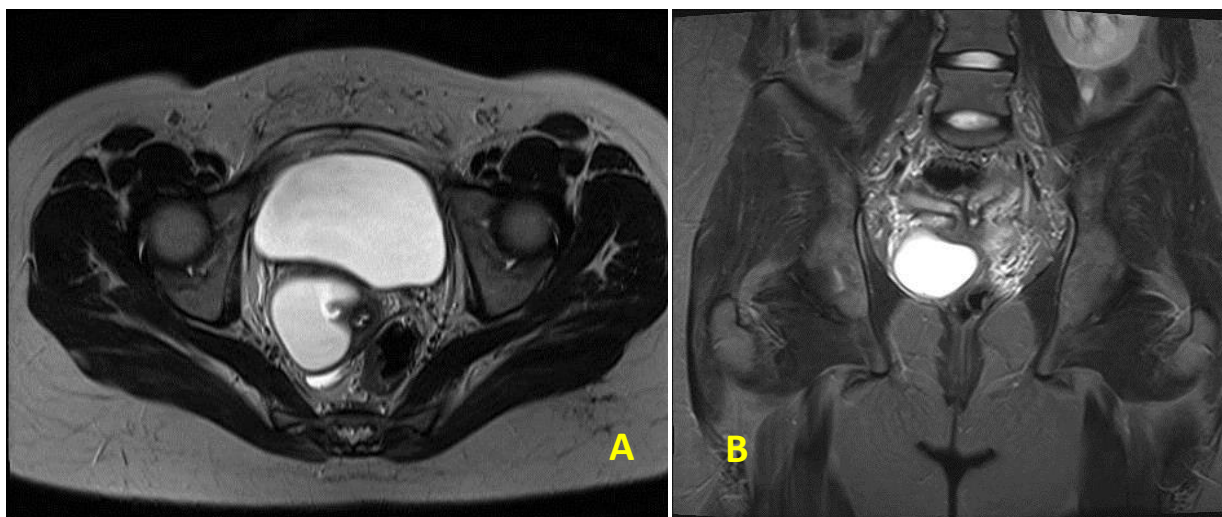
IRM a cavității abdominale și organelor bazinului mic. Sindromul HWW din dreapta (A). Lipsa rinichiului drept. Rinichiul stâng este hipertrofiat, 11.8x5.8cm (B)
